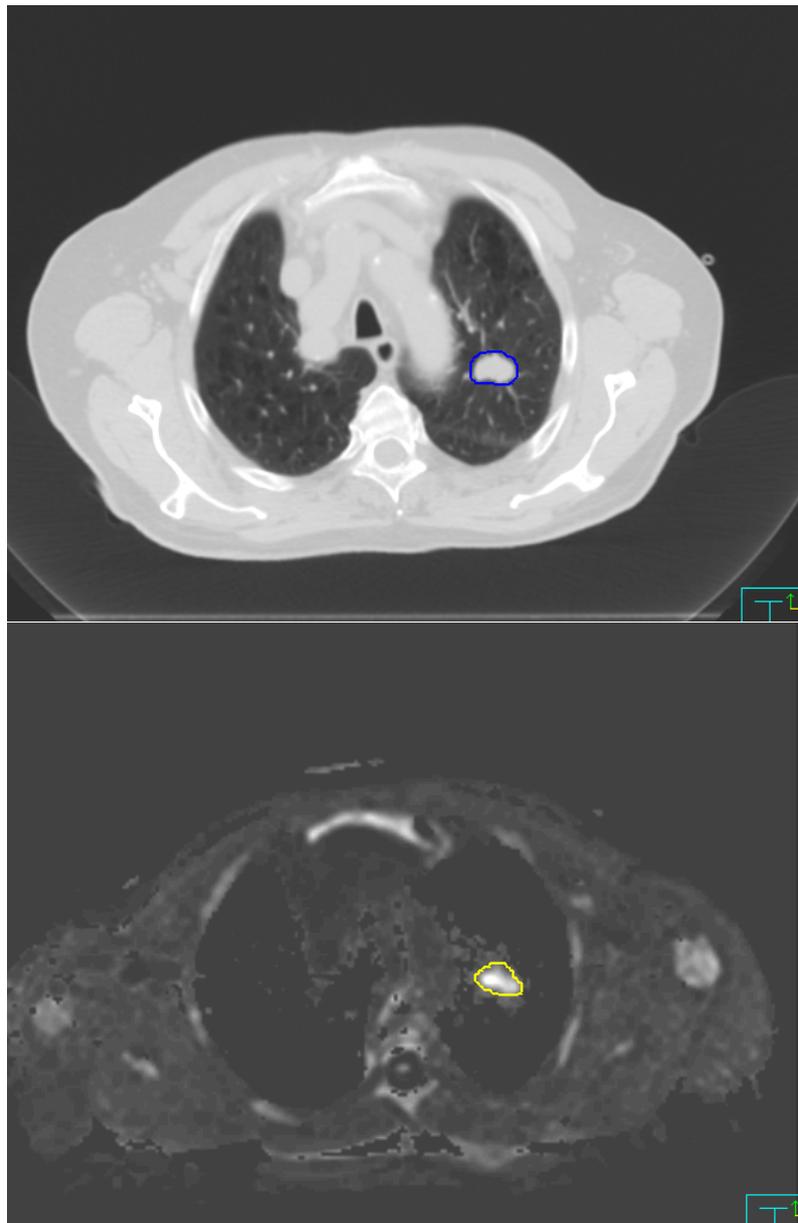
Fall 5: CT Lungenfenster und DWI
